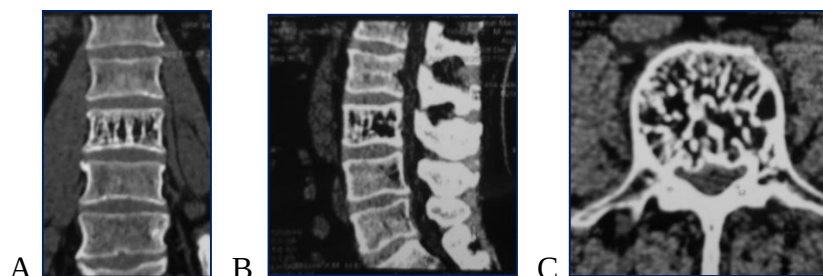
CT lombară A, B, C. A, B—secțiuni sagitale cu vizualizarea unui proces litic specific pentru hemangiomul corpului vertebral L3; C—secțiuni axiale osteoliza totală a corpului vertebral L3. Aspect imagistic de hemangiom agresiv.
